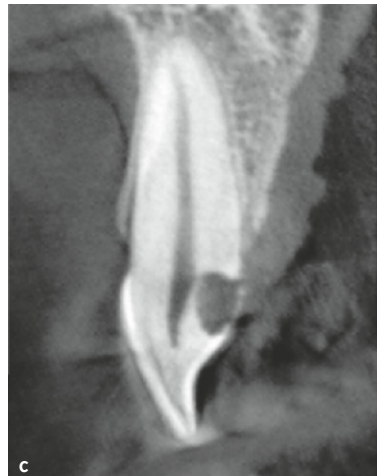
bis c a) Durch den Schmelz schimmert durchblutetes resorptives Gewebe („Pink spot“). b) Auf der Röntgenausgangsaufnahme kann eine interne Resorption vermutet, apikal kein sicherer Befund erhoben werden. c) Mit der DVT-Aufnahme wird die Diagnose „externe Resorption bei fehlender apikaler Aufhellung“ gestellt; eine Wurzelkanalbehandlung kann vermieden werden.
